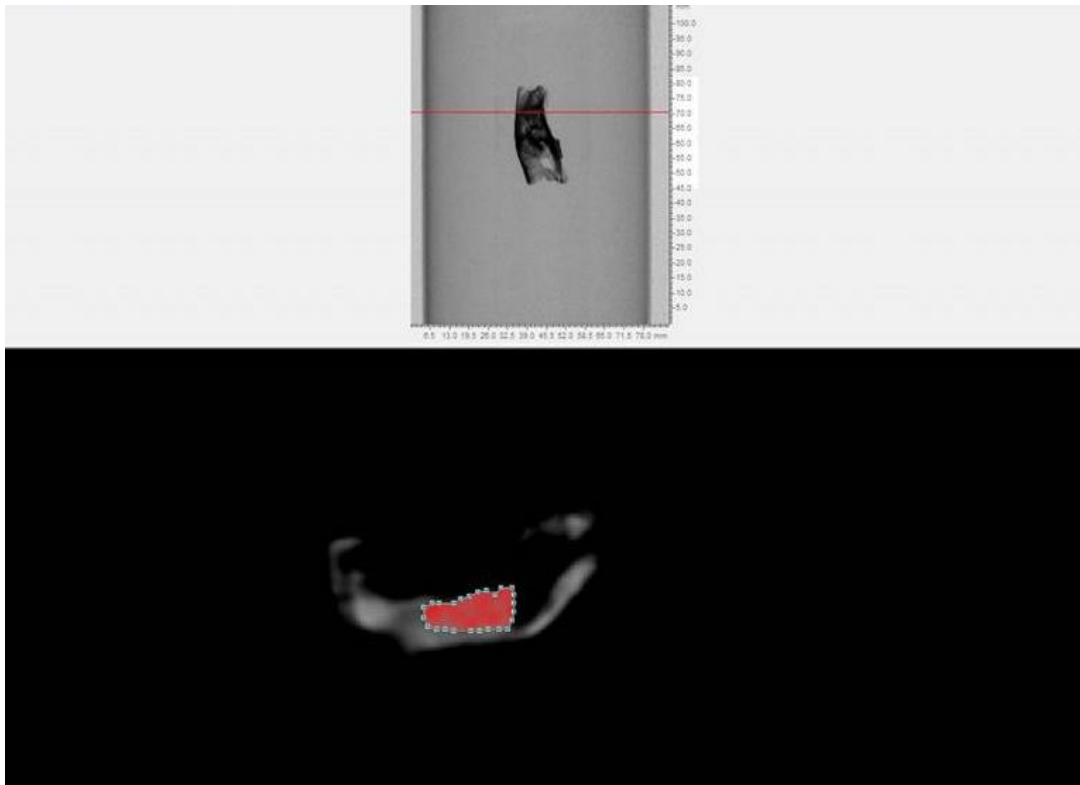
Seleção da área de interesse da análise de micro-ct através do software CT Analyzer.
